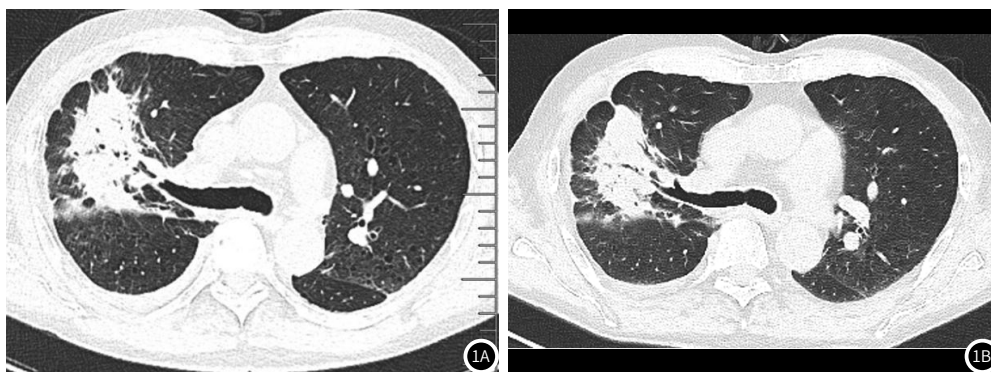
病例2诊疗过程中CT影像学表现。图1A: 入院时的检查结果, 图1B: 给予利奈唑胺、美罗培南、替加环素治疗7d后的检查结果。
